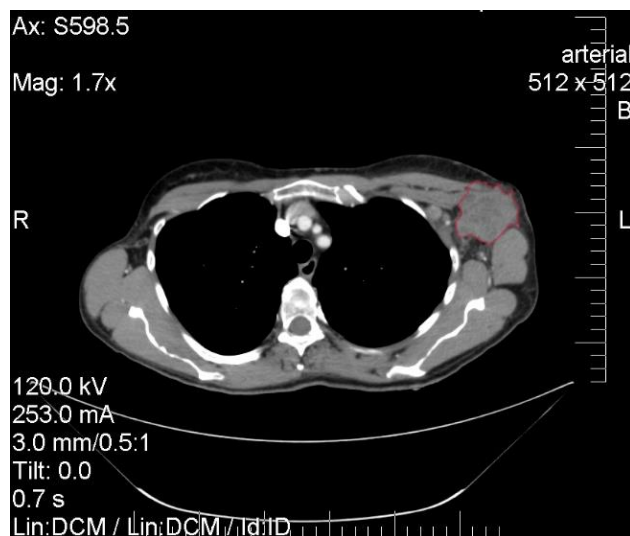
КТ зображення лімфовузла (лімфовузол позначено червоним кольором)
